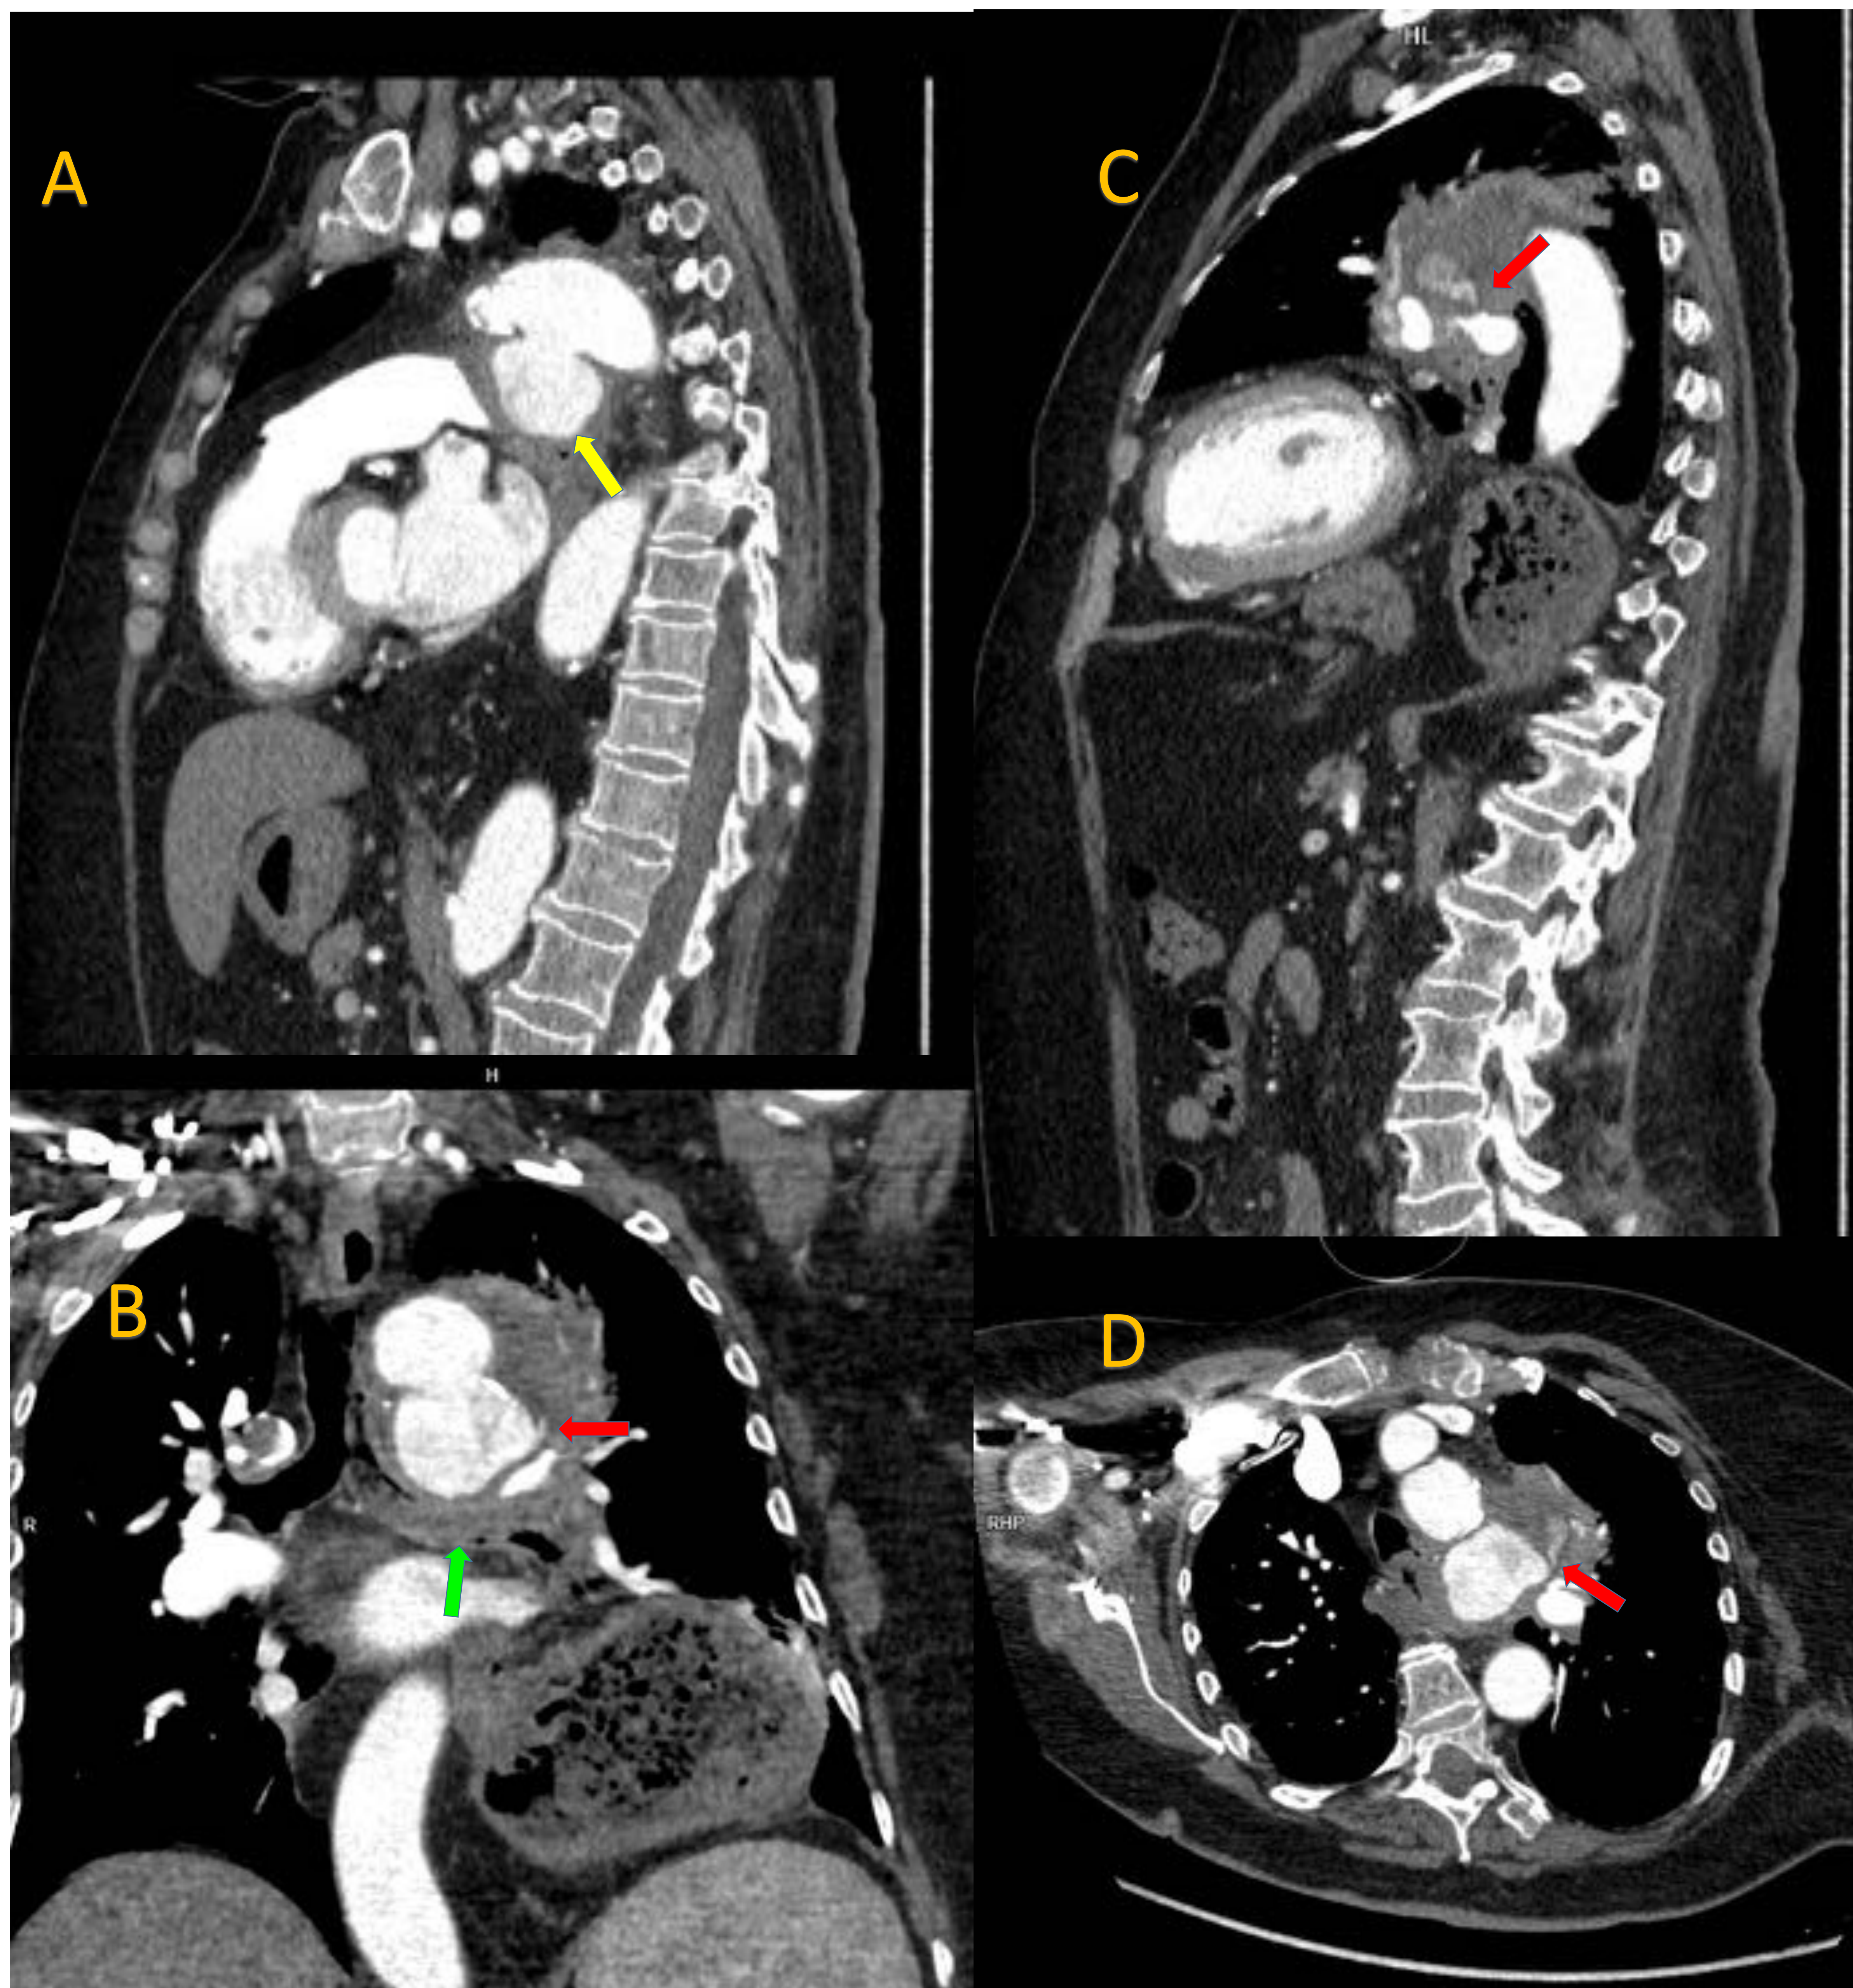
TC tórax, abdomen y pelvis con contraste en fase arterial. Cortes sagitales (A y C), coronal (B) y oblicuo (D) de la rotura de un aneurisma de aorta torácica. Hospital Universitario Nuestra Señora de Candelaria.
